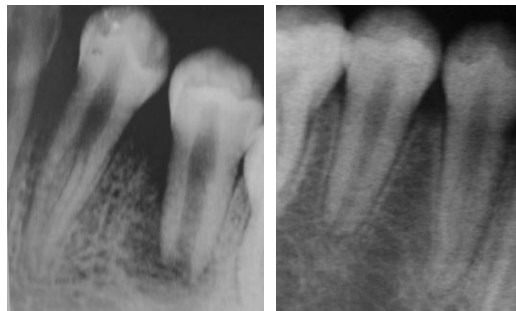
Radiografías iniciales de los dientes 35 y 45.
